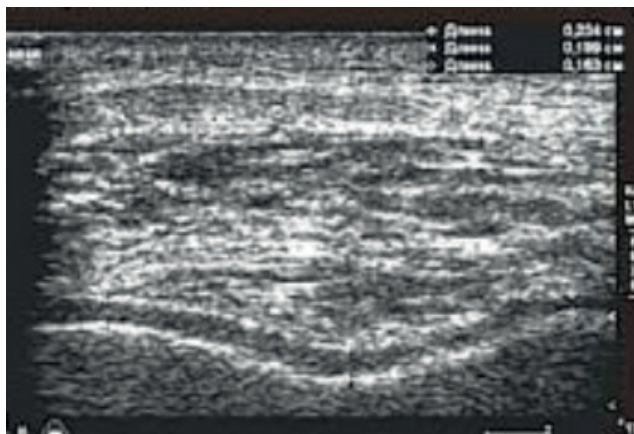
Сонограмма коленного сустава через 6 недель после внутрисуставной лазерной облитерации кисты (полость кисты не определяется). / Fig. 6. Knee joint sonogram of the 6 weeks after intracavitary laser obliteration of the cyst (the cyst cavity is not detected).
